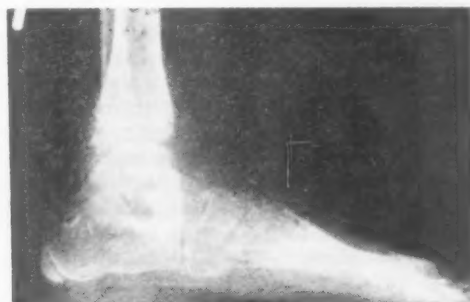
Radiografía lateral pisando post-operatoria que muestra el astrágalo sin reducir y el injerto colocado en buena posición.
